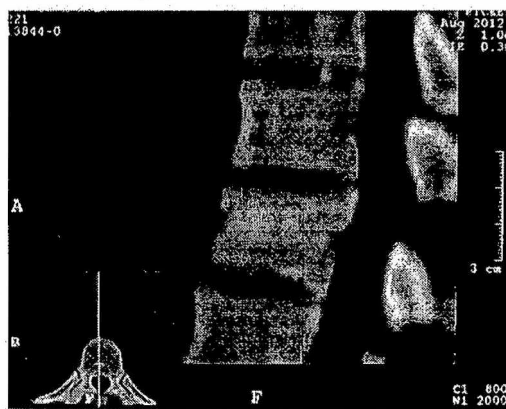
СКТ нижнегрудного и поясничного отдела позвоночника больного Ш. до операции. Стрелкой отмечен D12.
